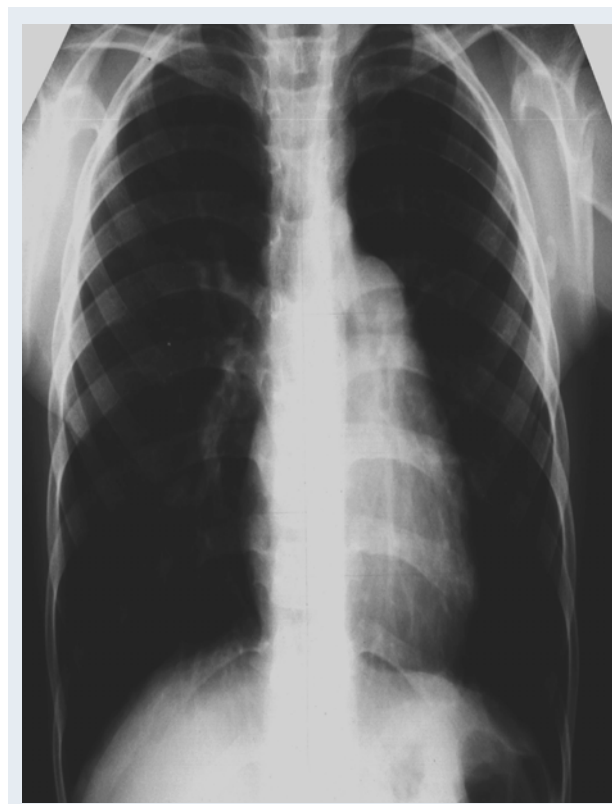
Рентгенограмма ребенка с легочной гипертензией. Объяснения в тексте.
